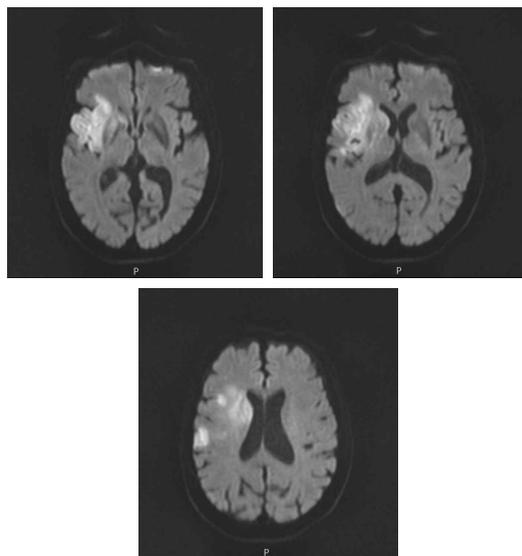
Brain MRI image (2016.06.15).
